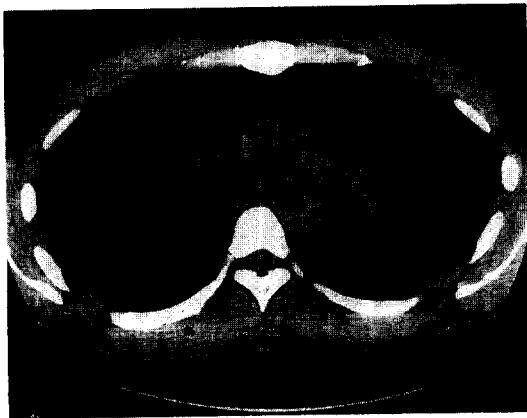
Chest CT scan shows severe stenosis on entire length of the left mainstem bronchus.
